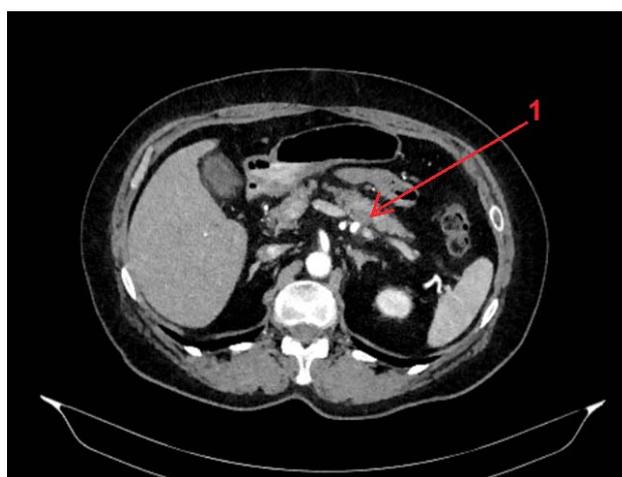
Компьютерная томография с внутривенным контрастированием, артериальная фаза. 1 — опухоль на границе тела и хвоста ПЖ после проведенного лечения
